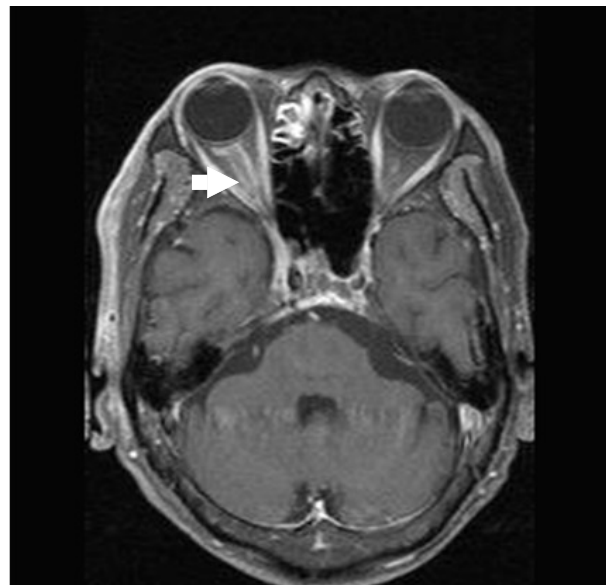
Magnetic resonance imaging showed enlarged and well enhanced right optic nerve sheath after contrast injection on T1 weighted axial image.
